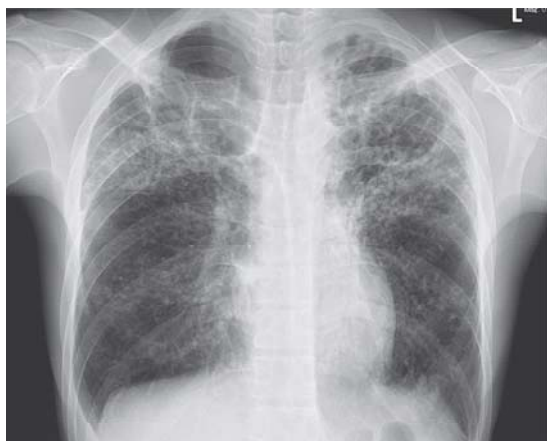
23歳男性、肺結核の胸部X線所見。多発空洞影、粒状影が多発している。
